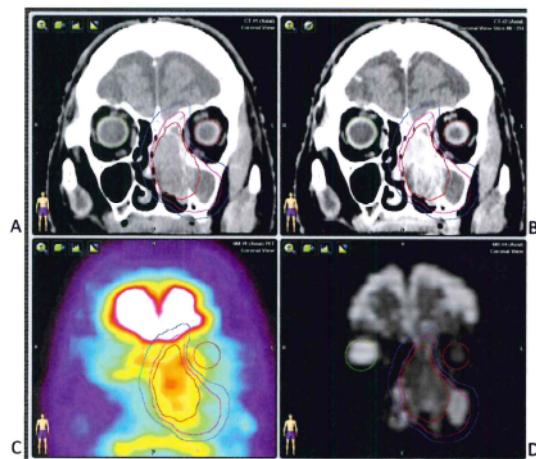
PET画像などマルチモダリティを用いた標的体積の決定（レジストレーション完了後の画像比較画面）
